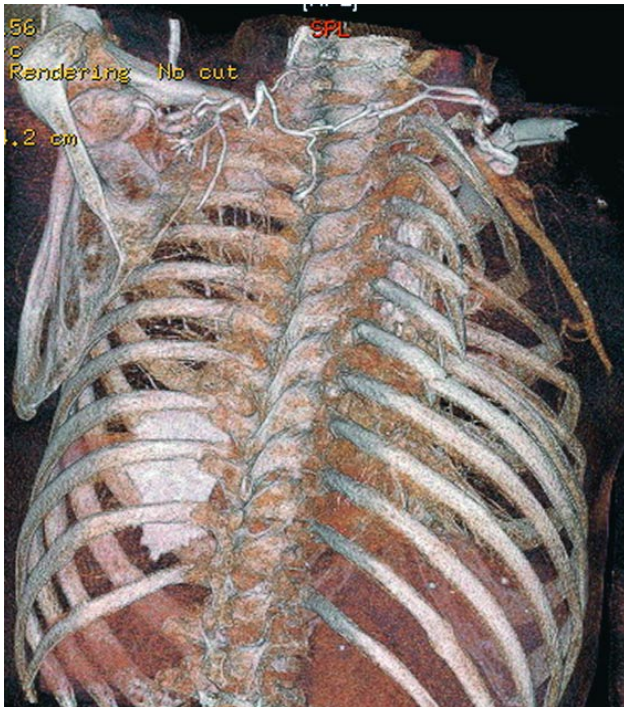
Computertomografische reconstructie van de multipale ribfracturen met „crushing” van de ribben.
